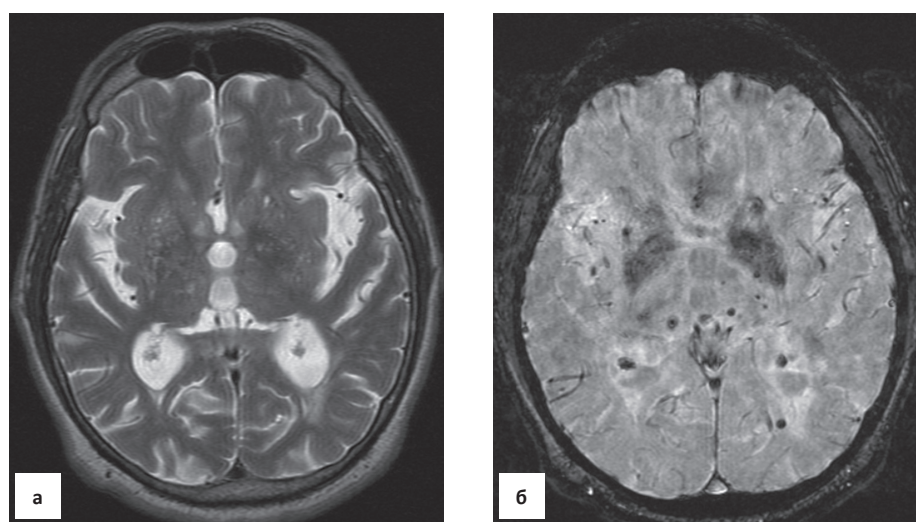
Гипертоническая микроангиопатия. Пациент 68 лет с длительно текущей артериальной гипертензией в анамнезе. МРТ в режиме T_2 (а), SWAN (б). SWAN (б) демонстрирует множественные микрогеморрагические очаги в проекции подкорковых образований, не определяемые на T_2
